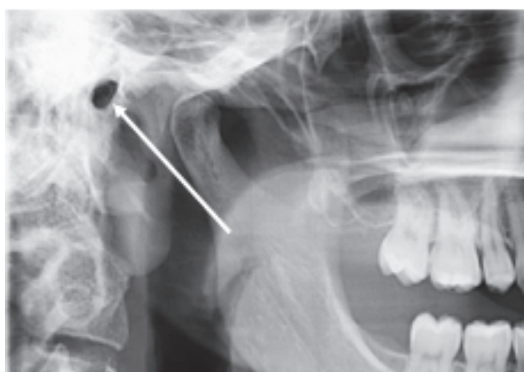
Radiographie du conduit auditif externe
